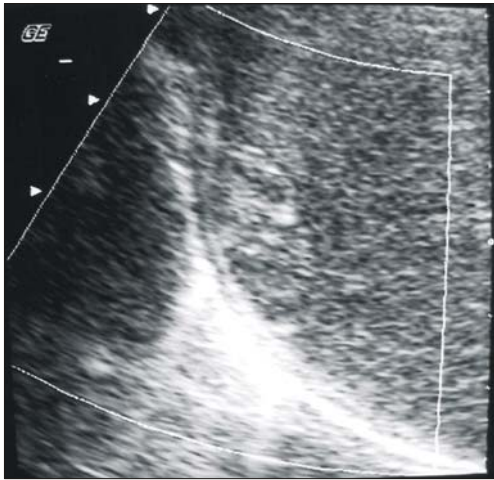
Ultrasonography. 2.5 cm sized heterogenous, echogenic nodule in subcapsular portion of right liver dome.
